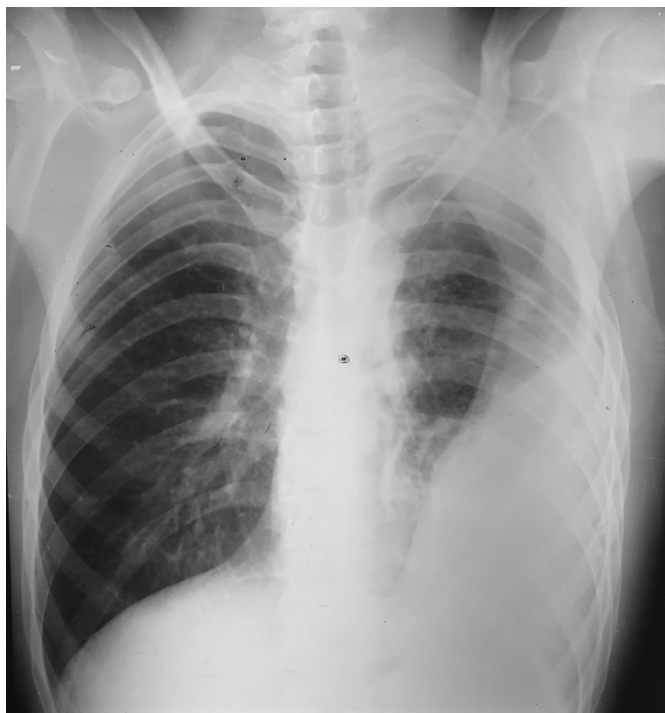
Radiographie thoracique de face montrant une opacité axillo-basale gauche en rapport avec un épanchement pleurale cloisonné.
